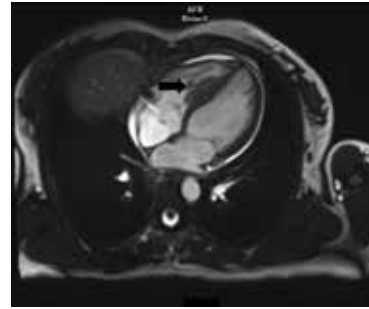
Figure shows the right ventricular mass attached to interventricular septum in the MRI study.
